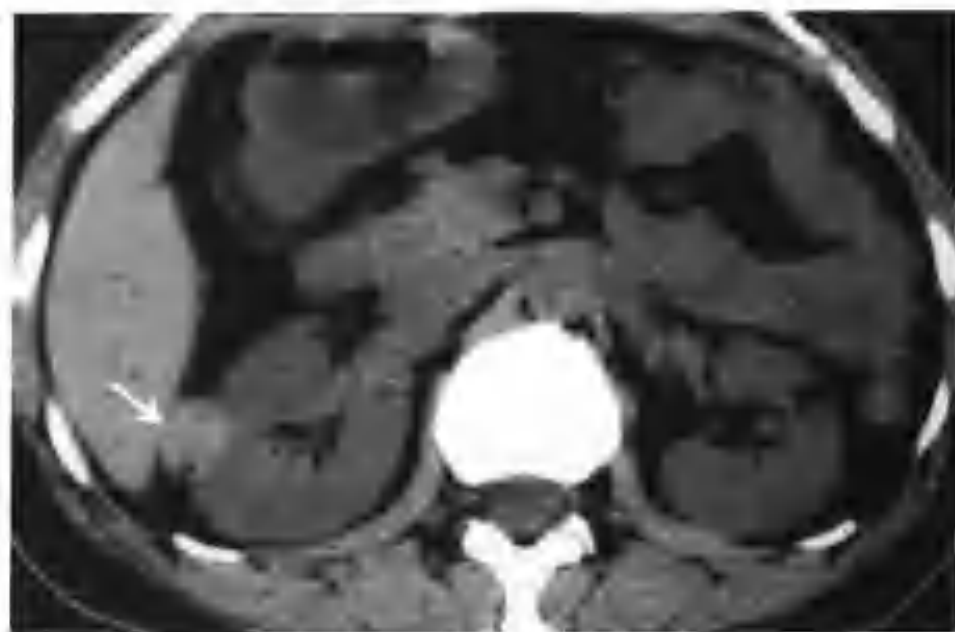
右肾小错构瘤并出血 (CT 示右肾有一个结节凸出肾轮廓外生长 (箭头)，平扫呈较高密度，内见小圆形极低密度区 (脂肪密度))
